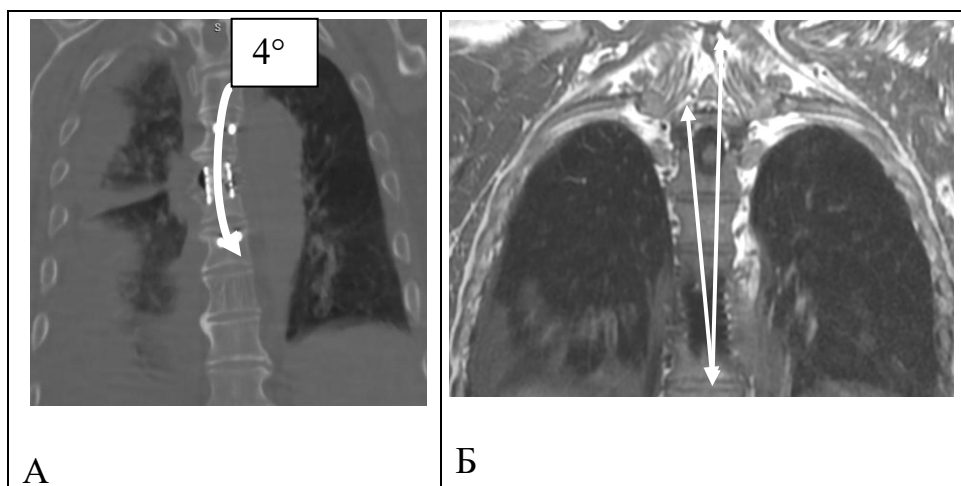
Сравнительная характеристика КТ- и МР-изображений в визуализации установленных межтеловых имплантатов. Клиническое наблюдение. Больной С., 54 года. № и/б 664852. Диагноз: Спондилодисцит Th5-6-7. Возбудитель верифицирован – *S.aureus*
